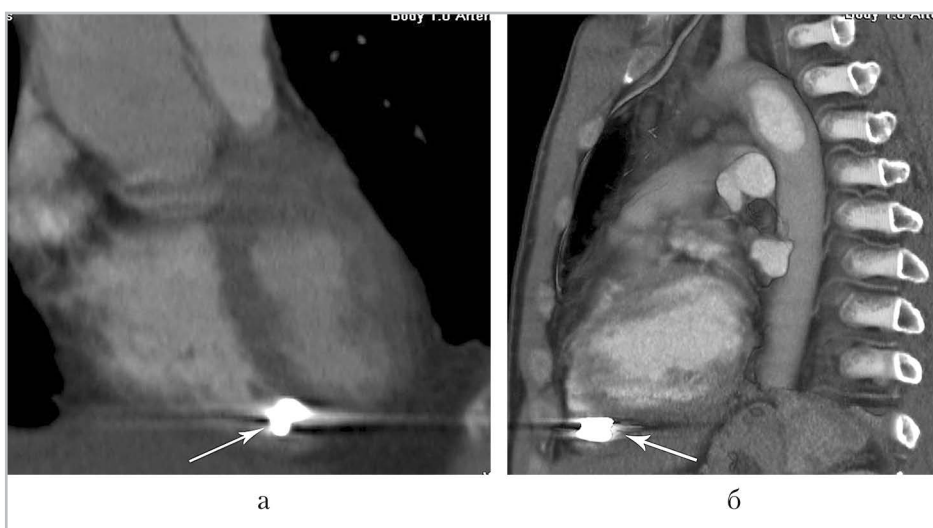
Компьютерные томограммы грудной клетки (МИП-изображения). Инородное тело (осколок) визуализируется в миокарде в проекции межжелудочковой перегородки (*белая стрелка*)
